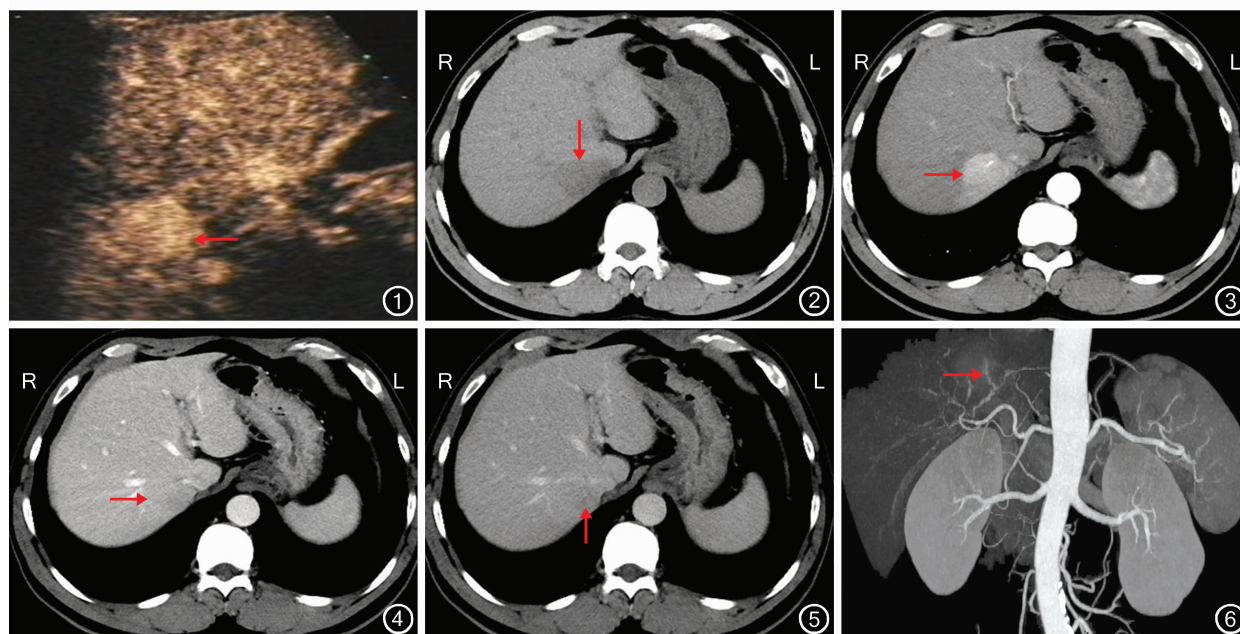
超声造影检查动脉相示右半肝包块明显强化(←) 图 2 腹部 CT 平扫检查示右半肝稍低密度影,密度均匀,边界清楚(↓)
